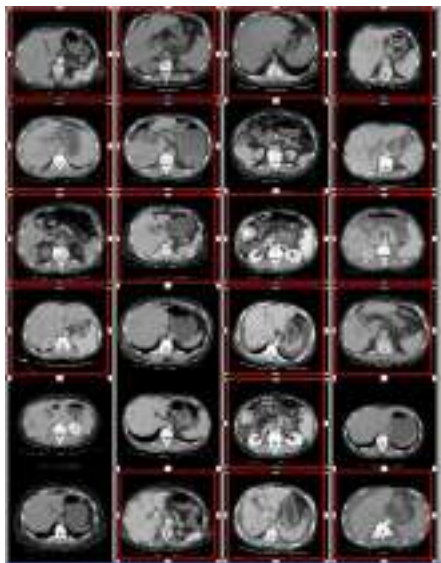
结合 db4 小波全局特征和局部纹理、灰度特征的肝癌 CT 图像的检索结果
